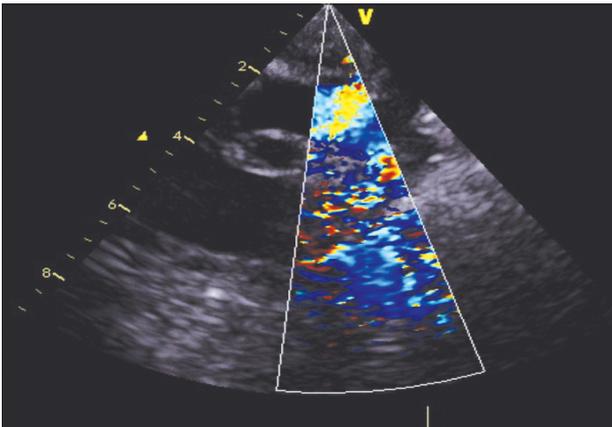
Image 1A et B : Echocardiographie fœtale faite à 23 SA. Coupe au niveau des quatre cavités montrant une asymétrie de taille des ventricules en faveur du VD. Le ratio entre les diamètres du VD et VG est de 1,62.
